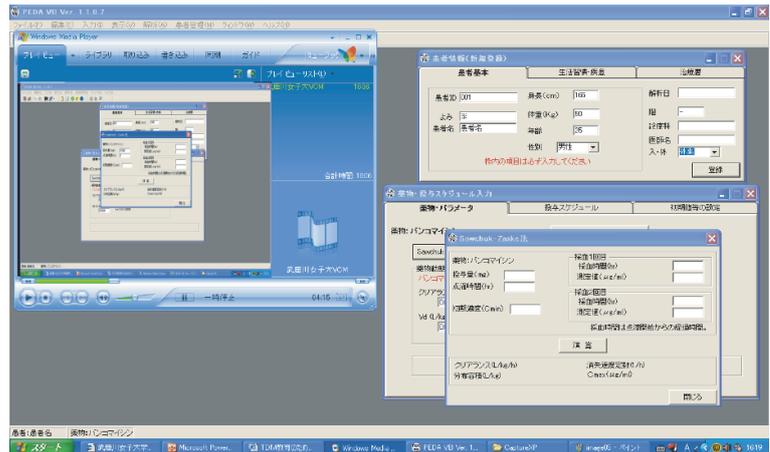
TDMガイドソフトと解析用ソフトを立ち上げた2画面の状態
